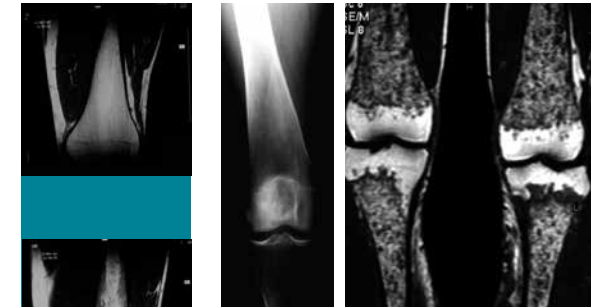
Röntgenaufnahme (A) von Oberschenkel und Knie mit gesunder Knochenstruktur und Erlenmeyerdeformität. Die kernspintomographische Aufnahme (B) des gleichen Patienten zeigt jedoch schon eine deutliche Knochenmarkinfiltration.
